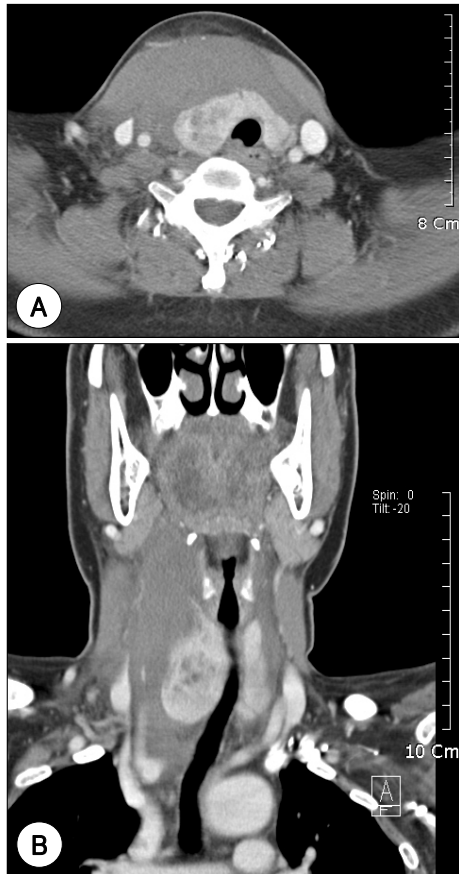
Case 2. A : Axial image of neck CT scan. Heterogenous solid nodule and diffuse hematoma were noted in right thyroid gland. Note that trachea was displaced toward left side because of diffuse hematoma around right thyroid gland. B : Coronal image of neck CT scan. Low density hematoma was identified from right submandibular area to sternal notch. Trachea was severely displaced and compressed by hematoma.
